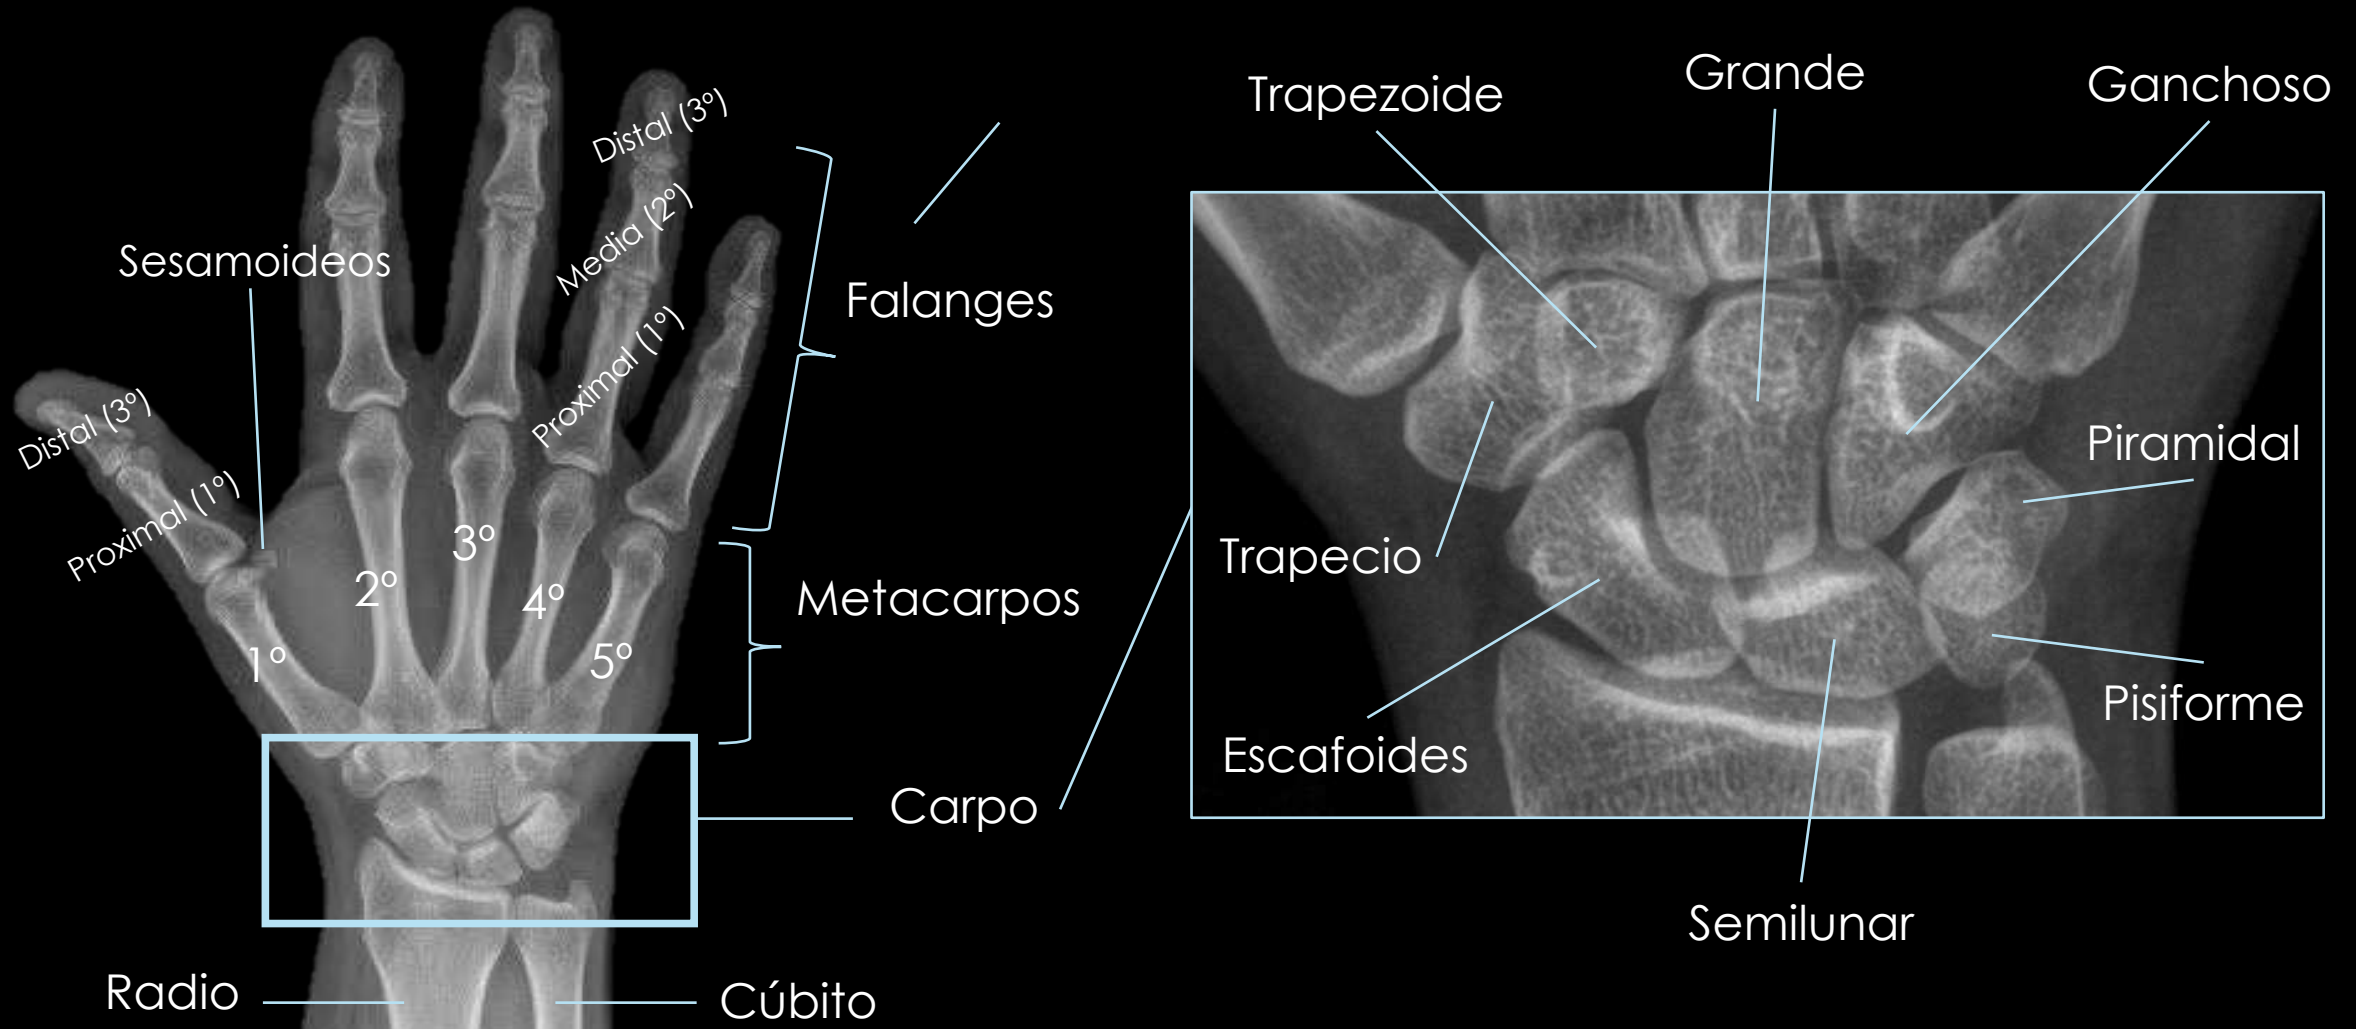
Radiografías en proyección anteroposterior (AP) en las que se ilustra las estructuras óseas que componen la mano y los huesos del carpo.
